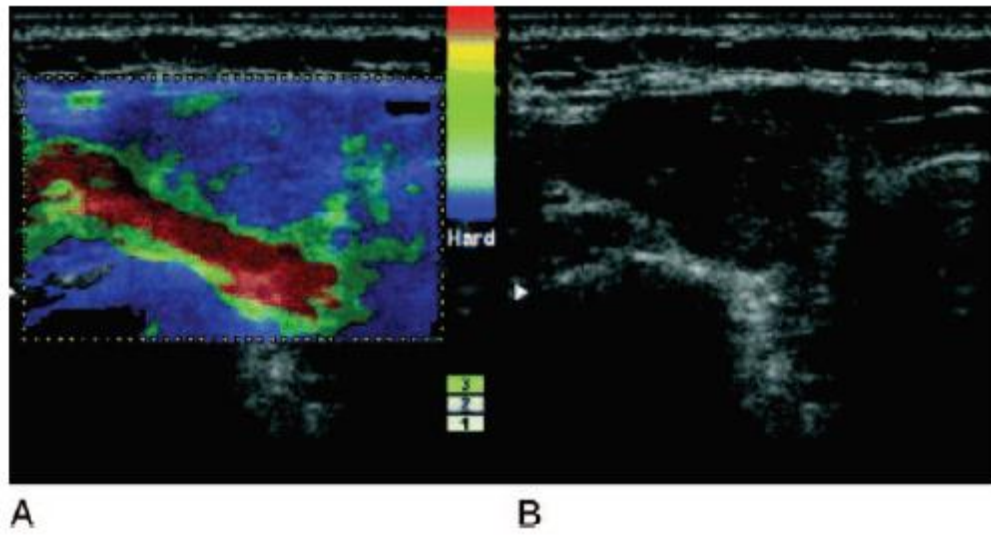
Imagen de nódulo tiroideo obtenida con sonoelastografía con puntaje de UENO 5 (A) y ecografía convencional (B) (Rago et al., 2007)
